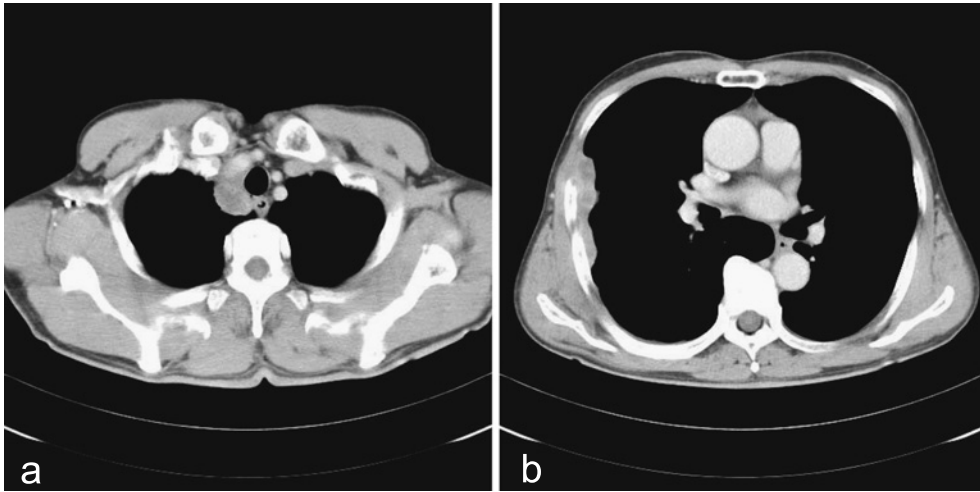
a: Chest CT on admission showing a tumor in the right upper lobe. b: Chest CT on admission showing a tumor adjacent to the right chest wall.
